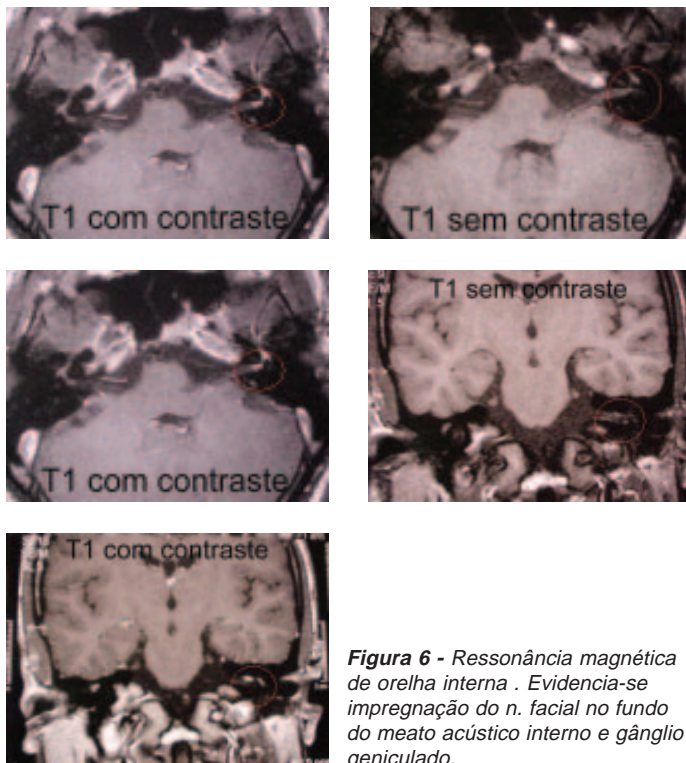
Ressonância magnética de orelha interna. Evidencia-se impregnação do n. facial no fundo do meato acústico interno e gânglio geniculado.
